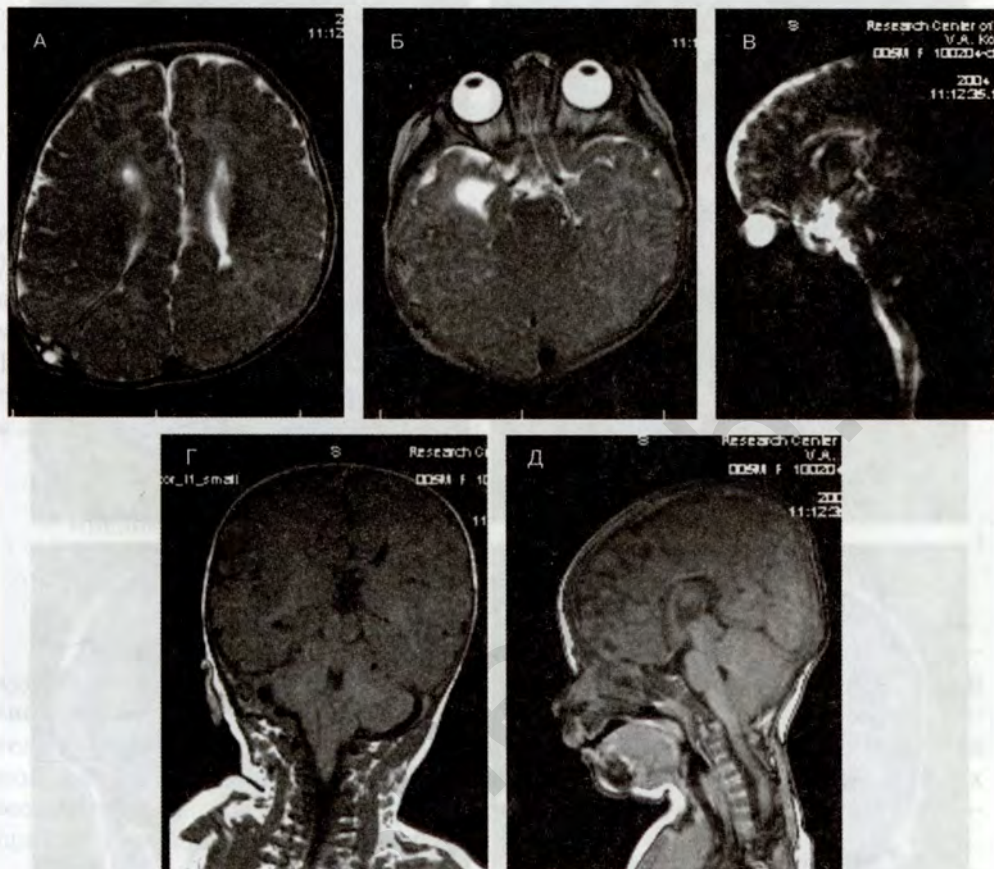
МР-томограмма ребенка 6 месяцев с синдромом Киари II после вентрикулоперинеостомии
